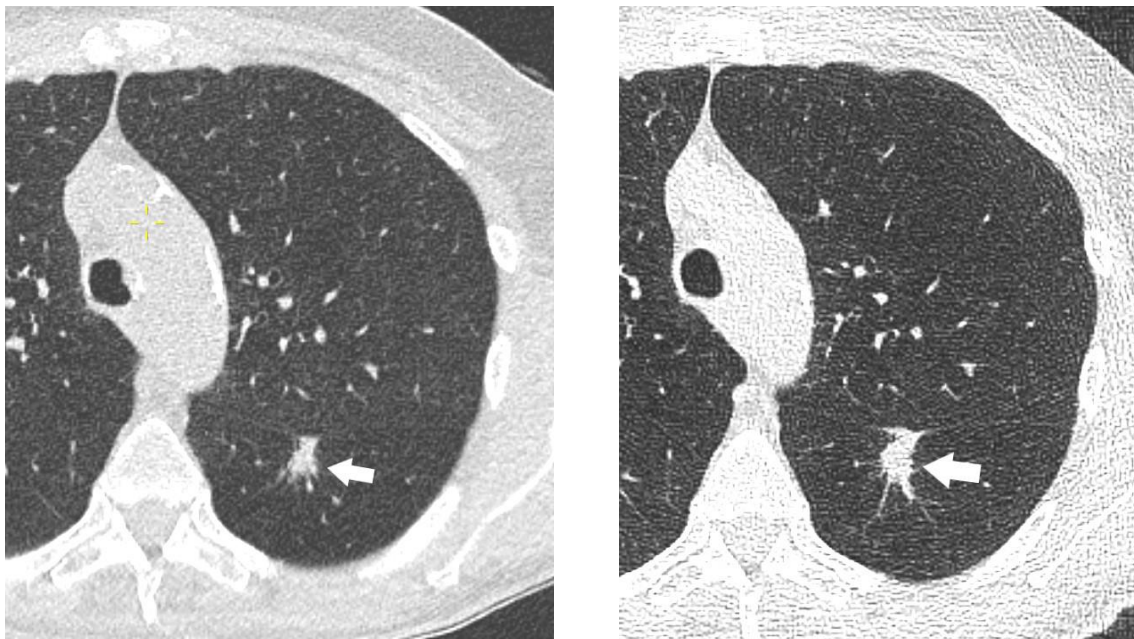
CT prikaz djelomično solidnog nodula u donjem lijevom plućnom režnju (strelica).
